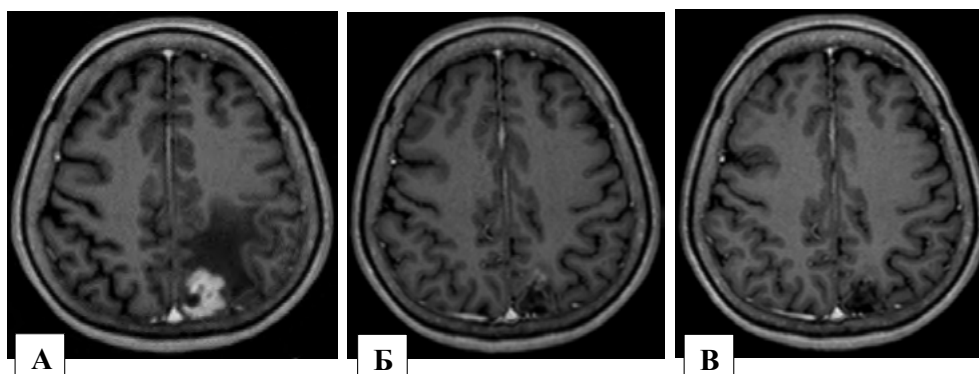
Пацієнтка П., 58 років, історія хвороби №120735. Метастази раку ендометрію у правій скронево-підкірковій області, у правій тім'яній області, у лівій тім'яній області, у медіальних відділах лівої гемісфери мозочку. Ліва тім'яна область. МРТ в режимі T₂33 з введенням парамагнетика (тут і далі): А – перед СРХ, Б – через 1,5 міс, В – через 3 міс після СРХ
